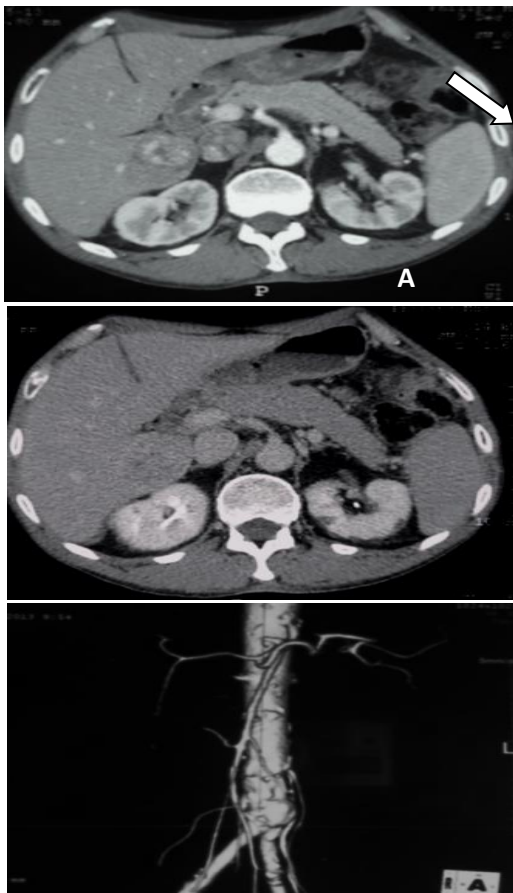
TDM abdominale : masse hépatique du segment VI avec rehaussement au temps artériel (A) et wash out au temps portal (B). Reconstruction 3D montrant une vascularisation de type modale (C).
